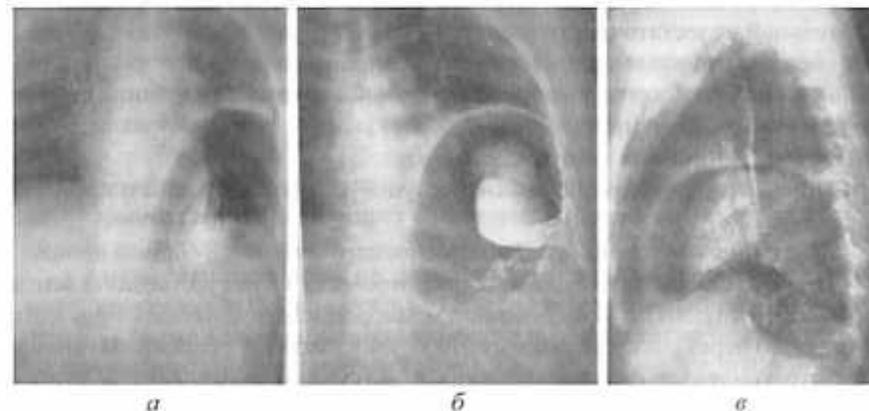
Рентгенконтрастное исследование.
